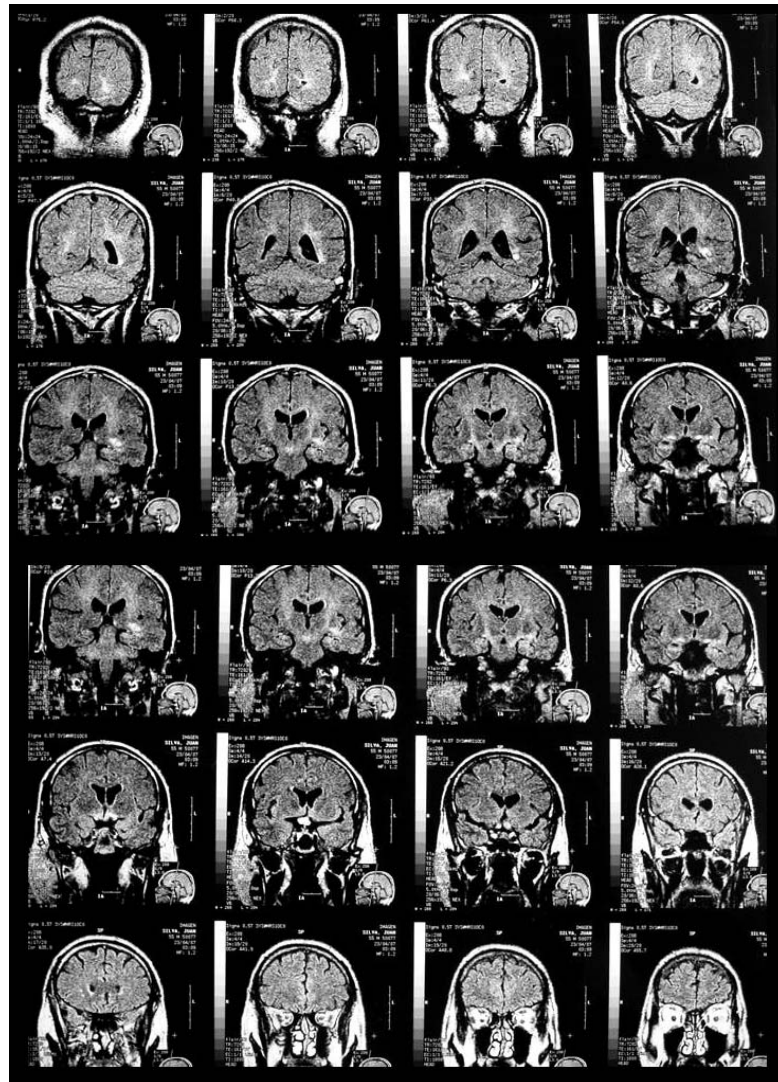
RM de encéfalo, cortes coronales en FLAIR:
